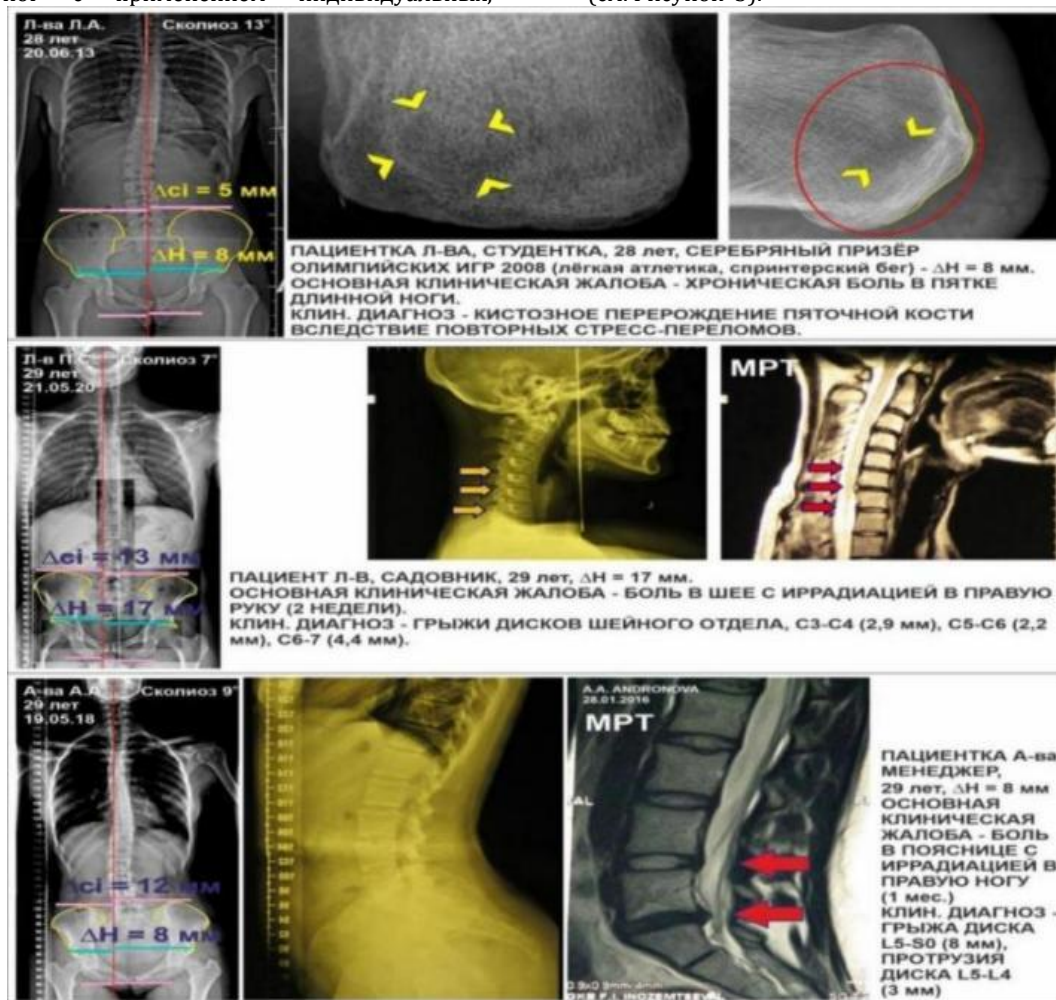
Примеры постуральных рентгенограмм трех пациентов с анатомической разницей в длине ног и различными клиническими жалобами ΔH – разница в длине ног по головкам бедренных костей, Dci – разница в высоте стояния крыльев подвздошных костей.
